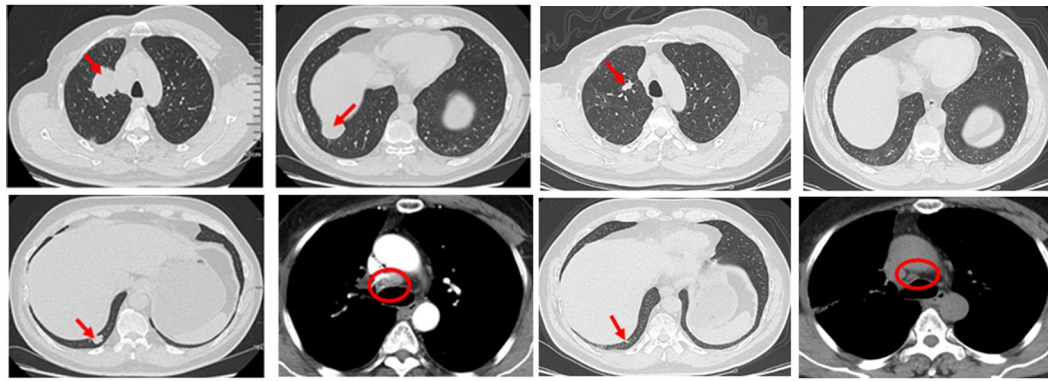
患者入院时双肺多发转移病灶、纵膈肿大淋巴结基线CT(2017-06-09)和治疗后CT图像(2018-01-05)
